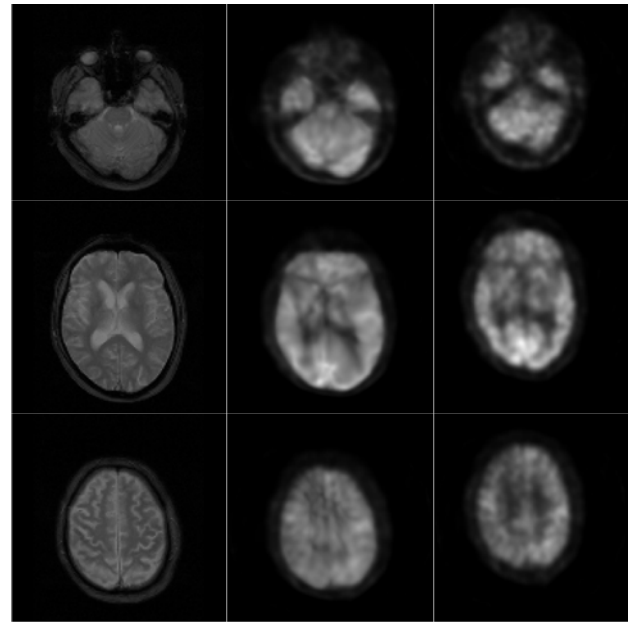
Registro de los volúmenes FFE y PET. Primera columna: conjunto referencia. Segunda columna: objetivo registrado. Tercera columna: conjunto objetivo. Primera fila: corte #16. Segunda fila: #32. Tercera fila: #48.
